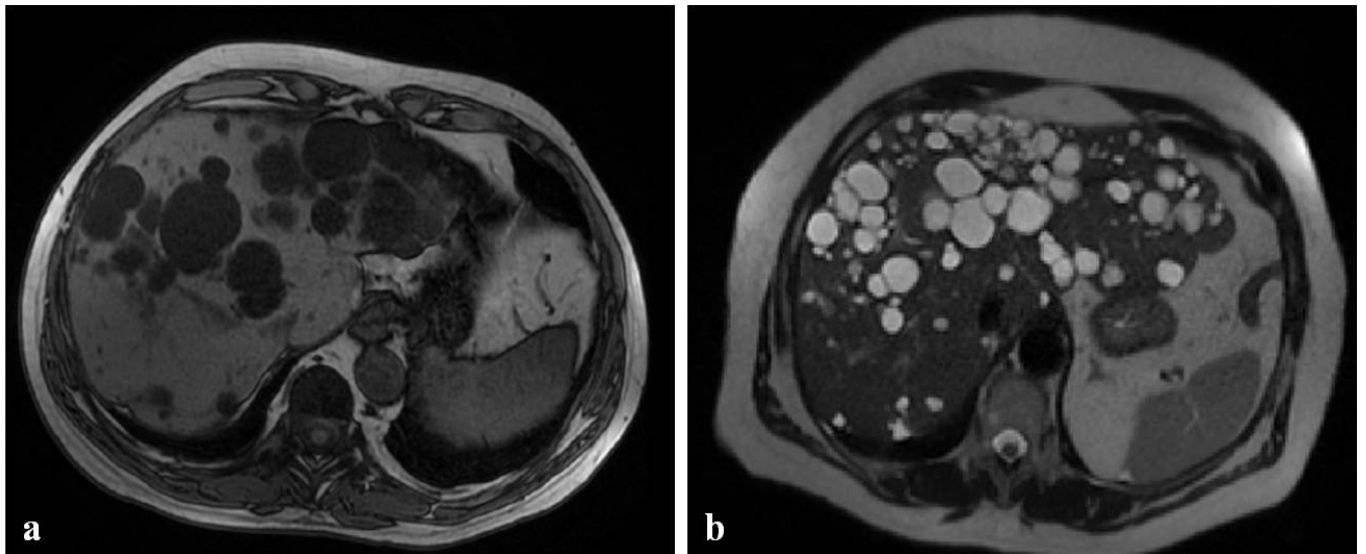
Malattia policistica. L'esame RM mostra la presenza di multiple formazioni cistiche ipointense nelle immagini T1 (a) ed ipertense in T2 (b).
